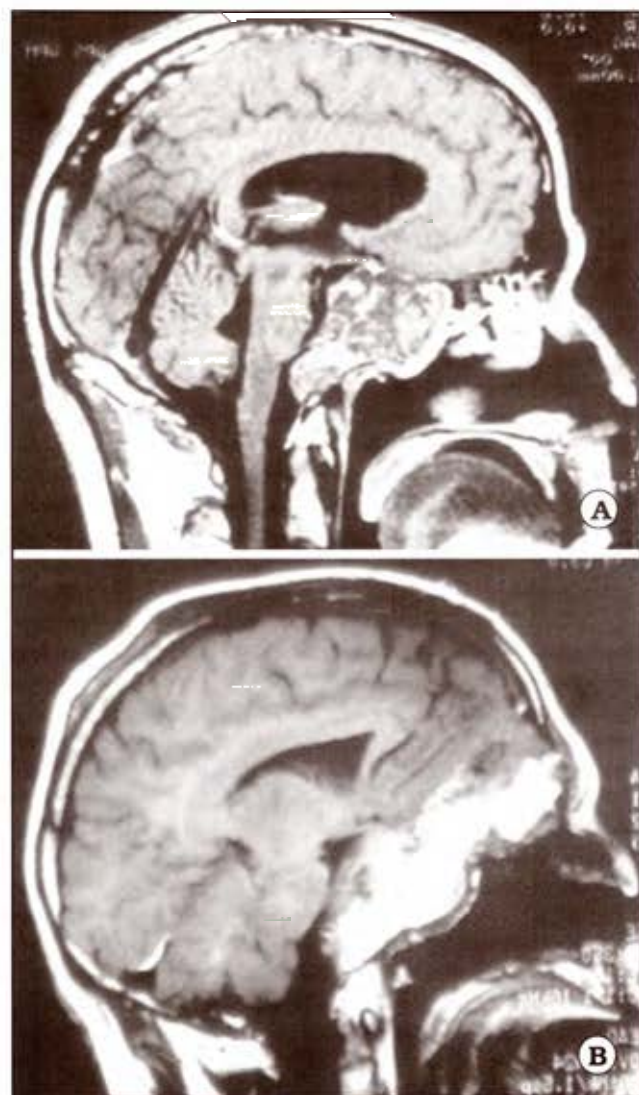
A. Cordoma de clivus con extensión desde el cuerpo y seno esfenoidal, que protruye extradural en la fosa anterior y causa compresión de los nervios ópticos, abordado por vía subfrontal extendida. Este abordaje permite al cirujano alcanzar el arco anterior del atlas, e incluso el cuerpo de C2. B. IRM postoperatoria
